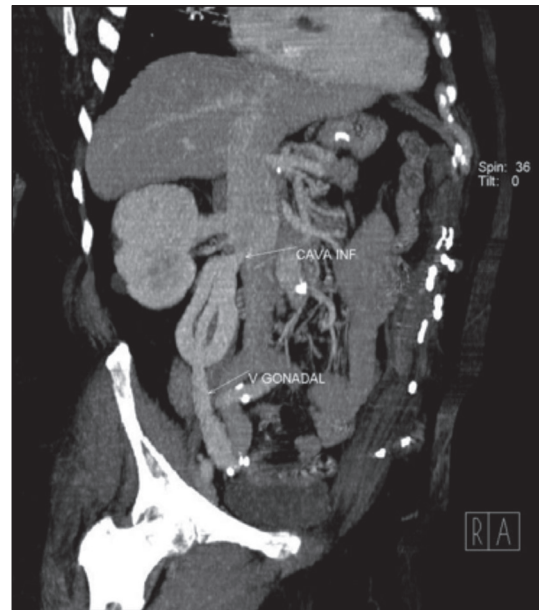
Reconstrucción coronal MIP de CT: vena gonadal derecha hipertrofica.
